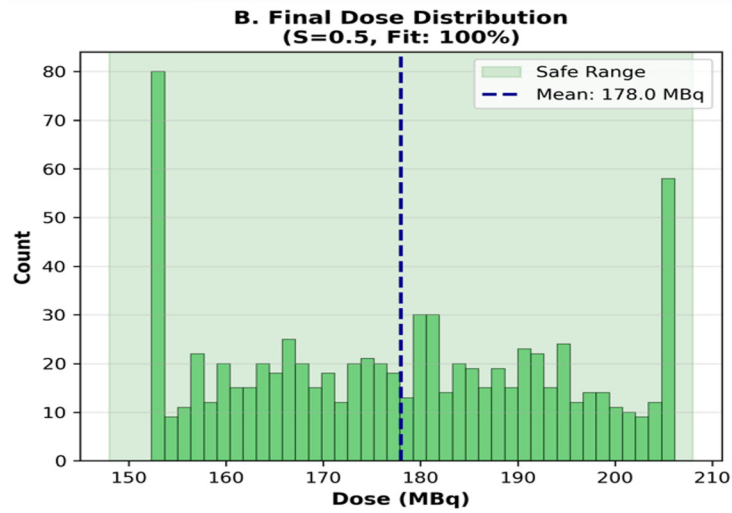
Frequency distribution of calculated ^{18}F -FDG doses using the optimized model ($S=0.5$)
